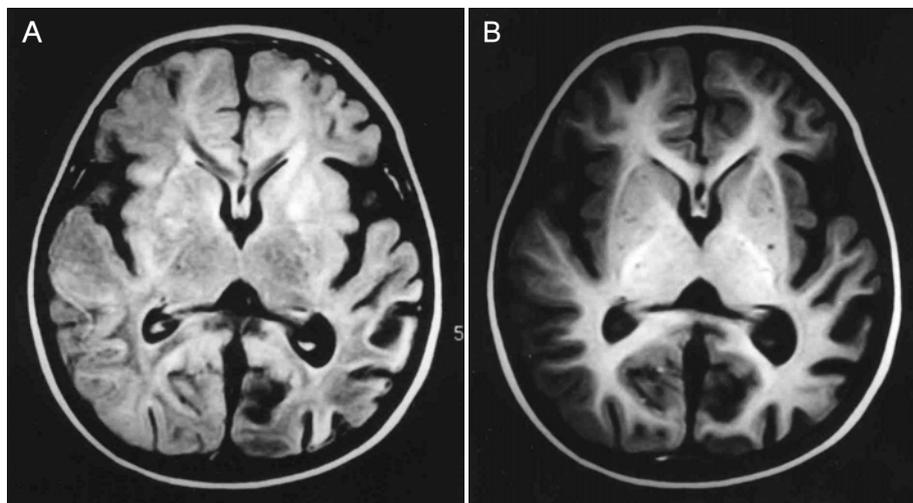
Brain MRI shows marked hyperintensity in the subcortical and periventricular white matter, and deep gray matter secondary to ischemia and infarction in the internal carotid artery territories. (A) Enlargement of the small collateral vessels, particularly in the basal ganglia, can be demonstrated on T1-weighted axial image as numerous small circular or serpentine foci of signal void (B).
